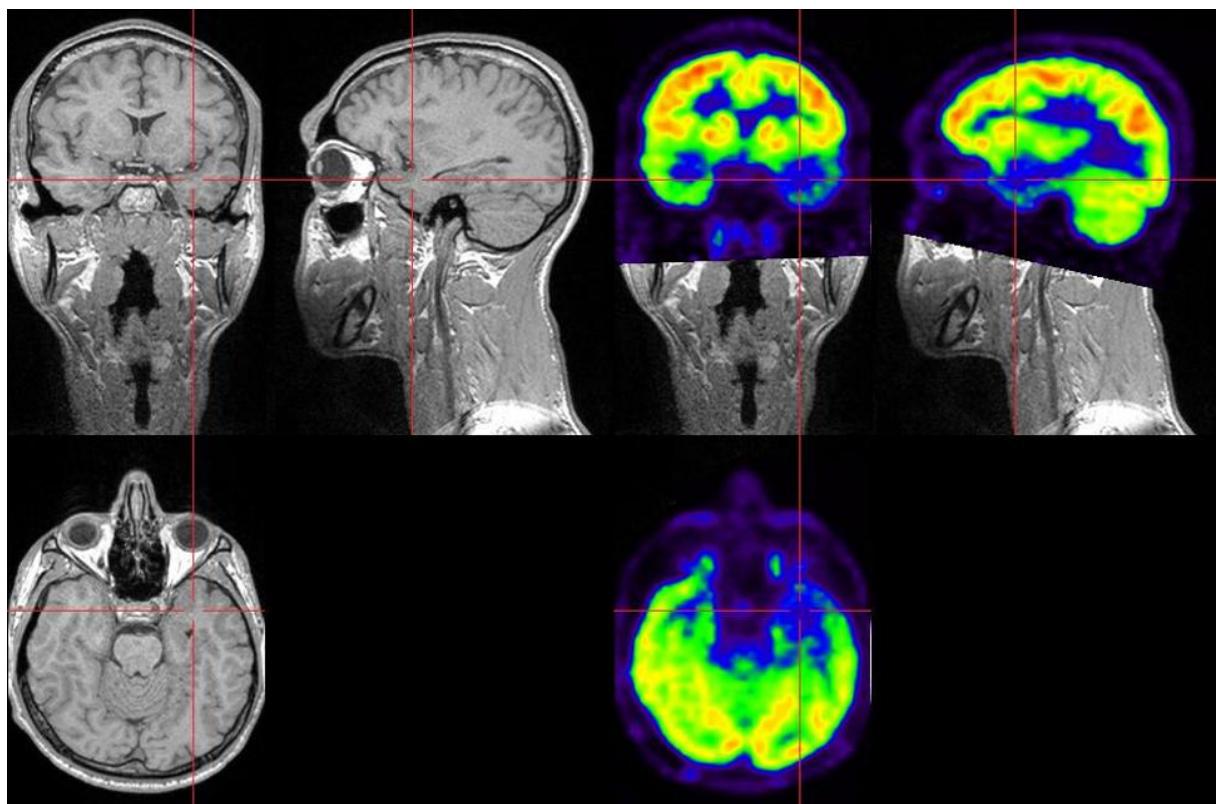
Iktalni SPECT pokazuje hipermetabolizam (strelica) temporalno levo
